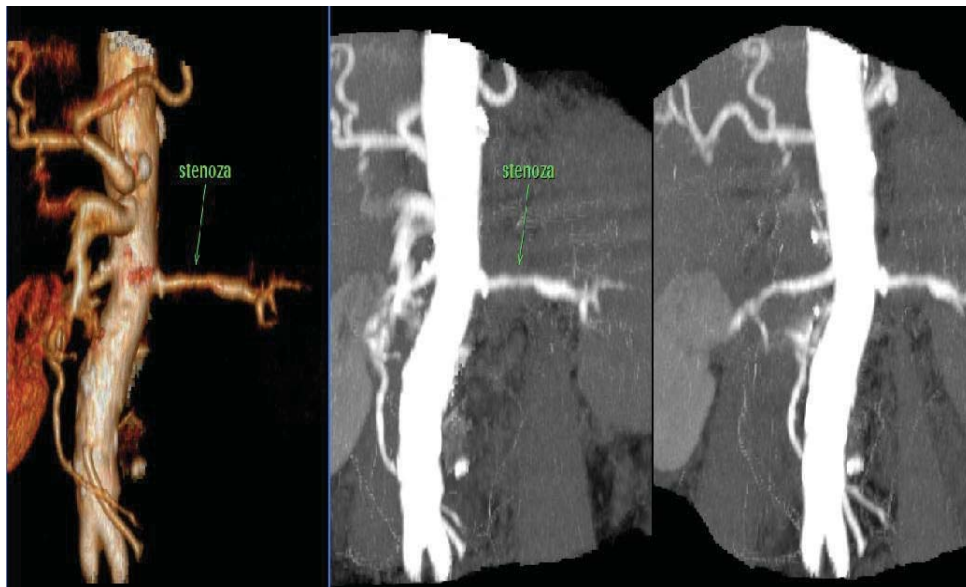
Angio CT e rastit në figurën 46, konfirmon praninë e stenozës. Vihet re qartë stenoza e arteries renale dex (shigjeta) si në VR ashtu edhe në MIP (pamje posteriore)
